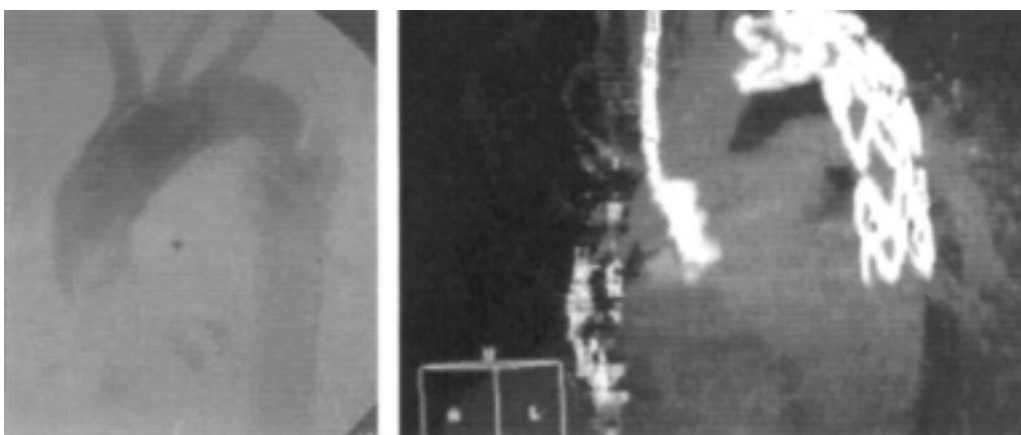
Angiografía transoperatoria y tomografía de control de la endoprótesis a los tres días.
